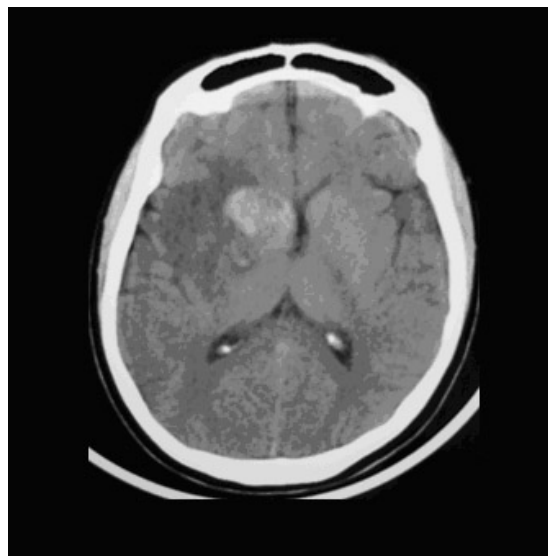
TOMOGRAFÍA CEREBRAL SIMPLE QUE DEMUESTRA LESIÓN HIPERDENSE DEL NÚCLEO CAUDADO CON EDEMA PERILESIONAL VASOGÉNICO.
